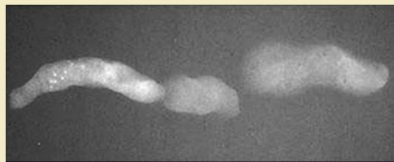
Manejo de la muestra en una biopsia estereotáctica asistida por vacío. Correlación de la radiografía de la muestra con la muestra real.
